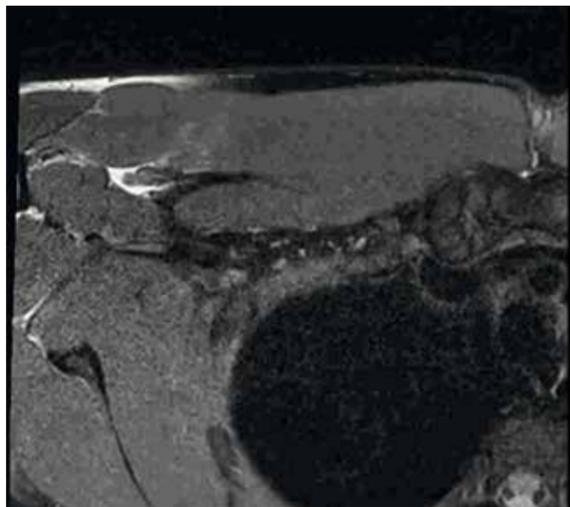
Darstellung der frisch rupturierten Sehne im MRT.
